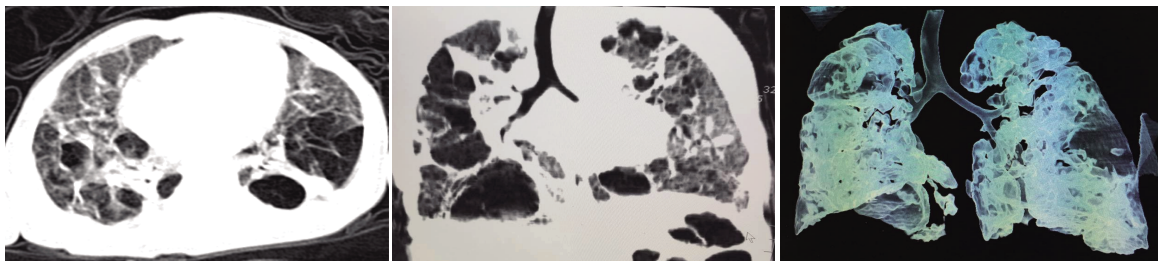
SPOCK2 血浆浓度严重升高者对应的急性 RDS 并发 BPD 患儿 CT 扫描图
